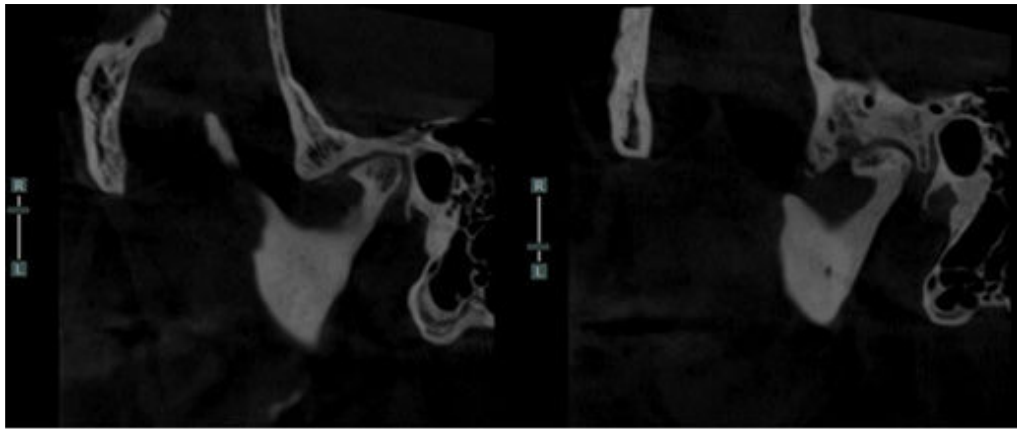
Tomografía computarizada. Corte sagital de articulaciones temporomandibulares, boca cerrada. Alteración articular izquierda, erosión y pérdida importante del espacio articular en ambas superficies.
